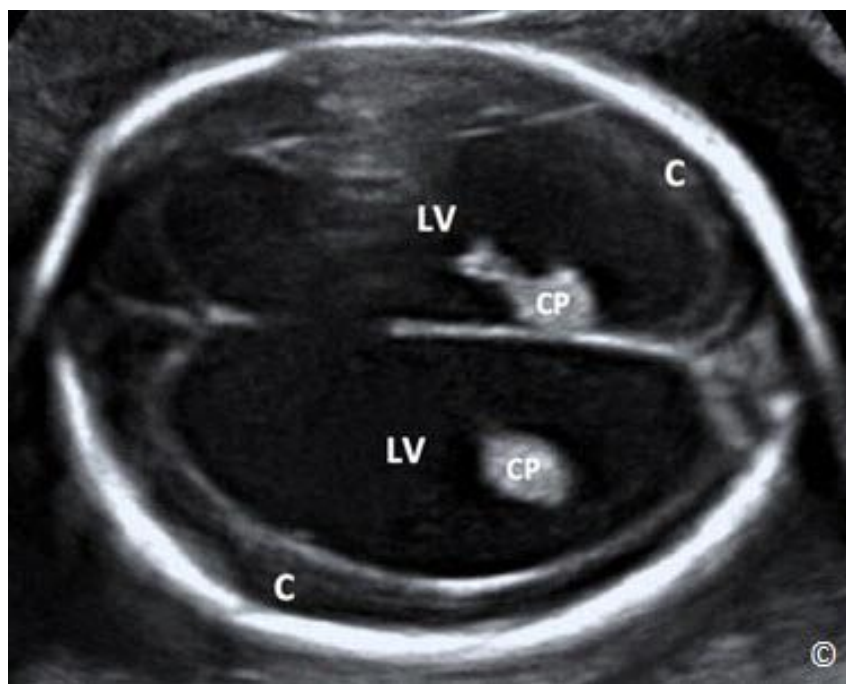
Příčná rovina hlavičky plodu na úrovni postranních komor (LV). Sonografické orientační body pro měření postranních komor zahrnují LV, cavum septi pellucidi a střední linii falxu (viz označení). LV se měří na úrovni atria (*). CP = choroidální plexus.
